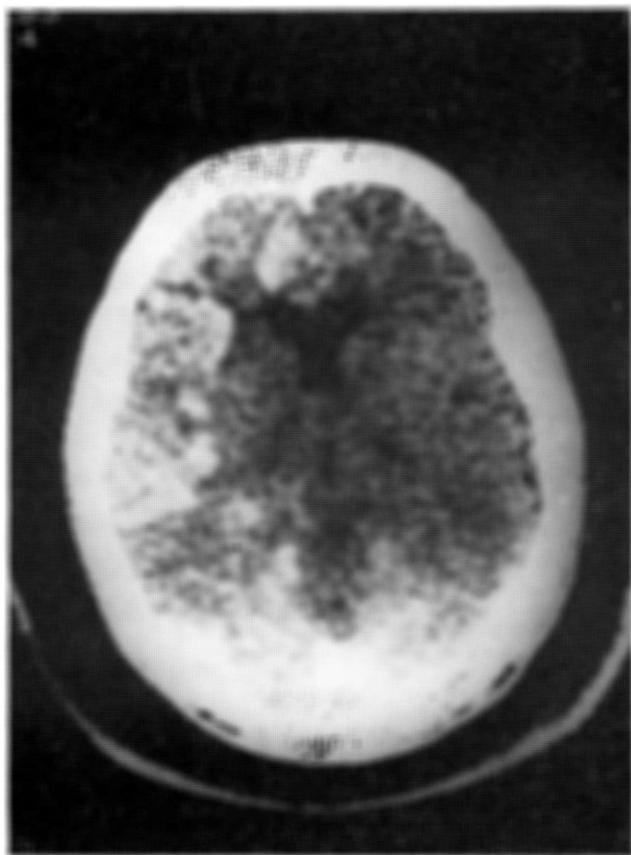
Caso M.R.C.B. A tomografia axial computadorizada do crânio evidenciou após infusão do contraste, áreas de aumento da densidade, com aspecto heterogêneo e disseminadas por ambos os hemisférios, sendo nítido o predomínio dessas áreas no hemisfério cerebral direito, nos lobos temporal e frontal.
